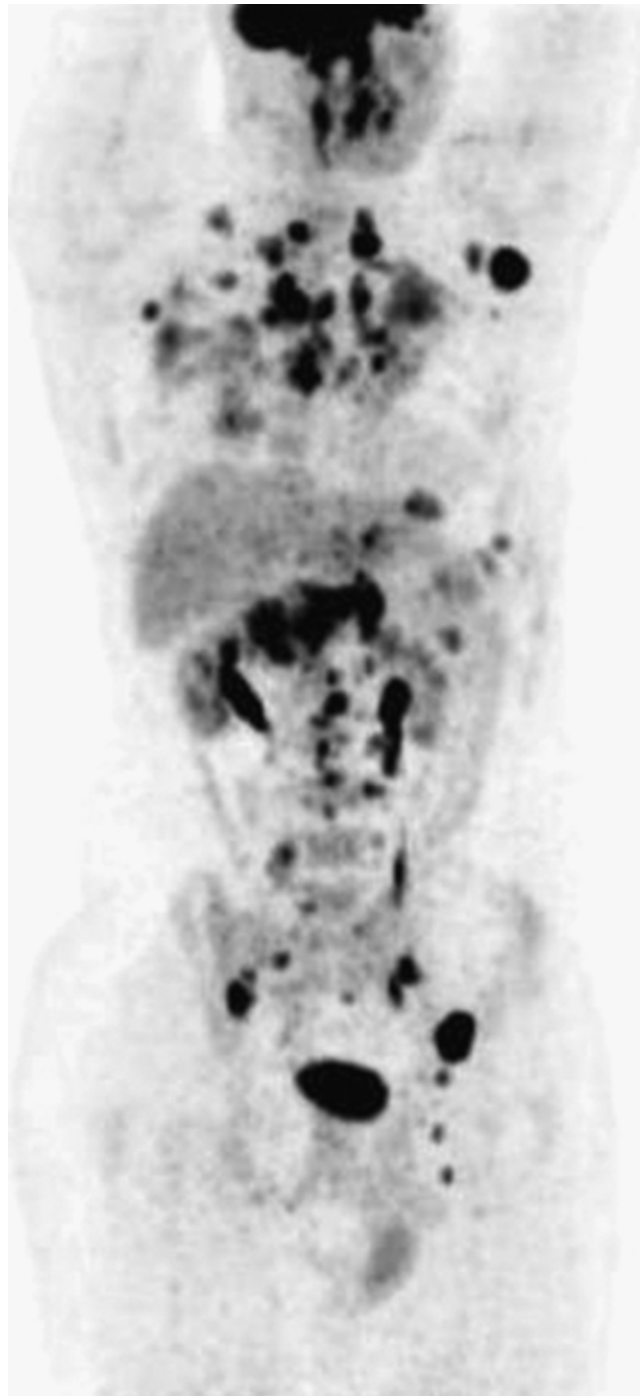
Résultats FDG-PET/CT chez un patient présentant une présentation extrathoracique de la maladie (projection d'intensité maximale [MIP]). Plusieurs sites focaux d'accumulation accrue de FDG dans les ganglions lymphatiques axillaires, médiastinaux, biliaires, rétropéritonéaux et les os peuvent être notés. (114)
